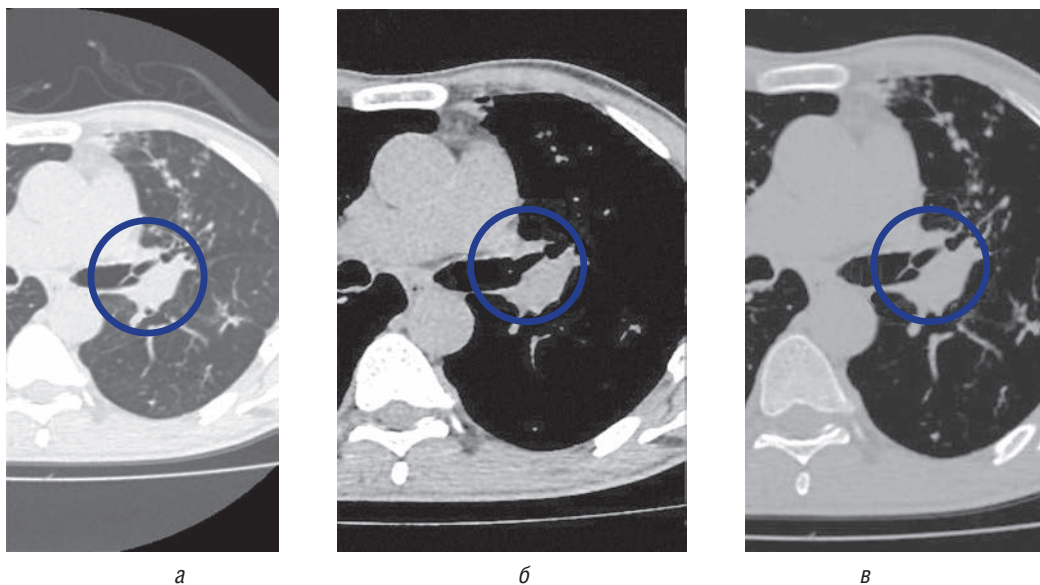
Компьютерная томография органов грудной полости, аксиальная проекция. Визуализация клапана в разных окнах. Легочное окно (а), мягкотканное окно (б), костное окно (в)
